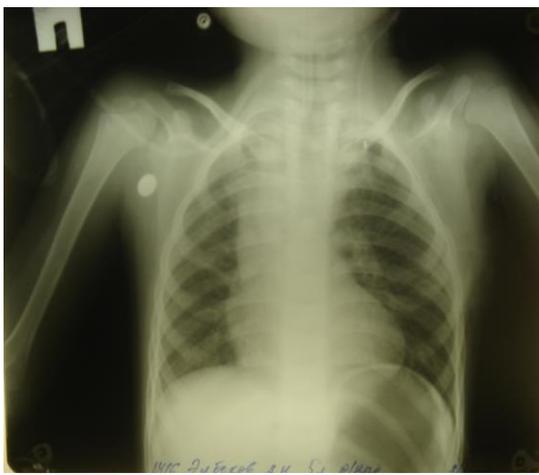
Рентгенография грудной клетки без признаков инфильтрации
